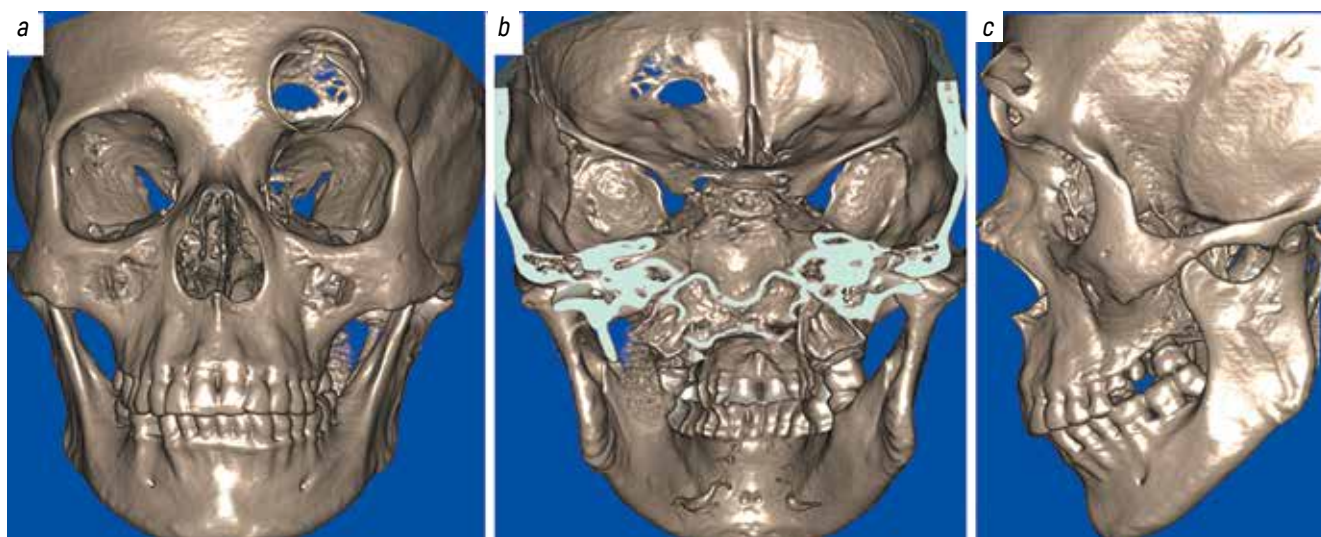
Computed tomography of the facial massif with 3D reconstruction showing the expanded left frontal sinus with remodeling and adjacent bone destruction in anterior view (a), posterior view (b), and sagittal view (c)
